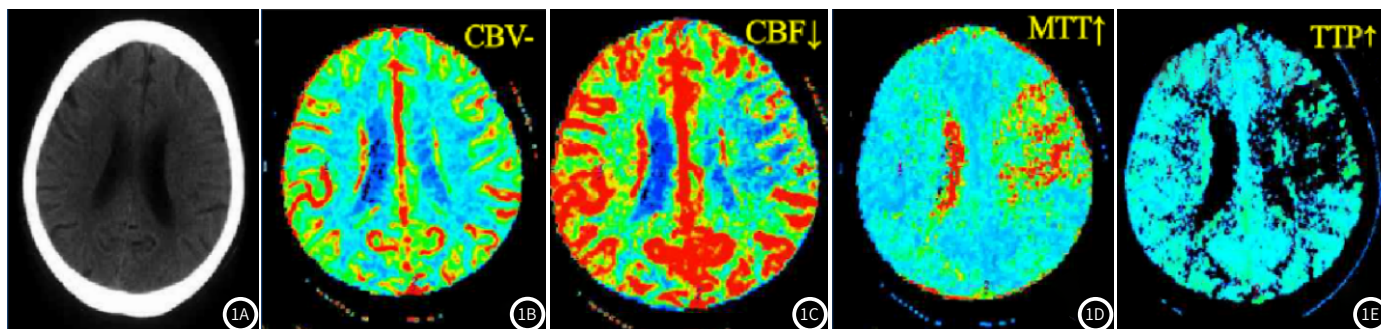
患者,发病2h。CT平扫(图1A),行CTP(图1B~1E)CBV正常,CBF减低,MTT延长,TTP延长。诊断结果:CTP诊断左额叶缺血梗死病灶。
